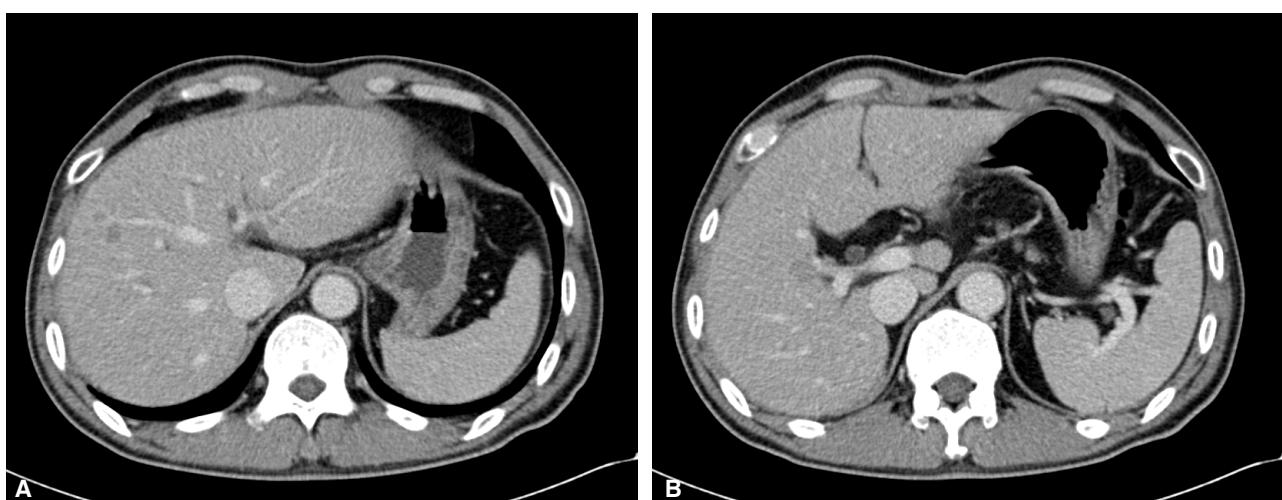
(A, B) Follow-up CT scan, multiple low attenuating nodules at S5 and 8, suggesting recurrence of HCCs.
